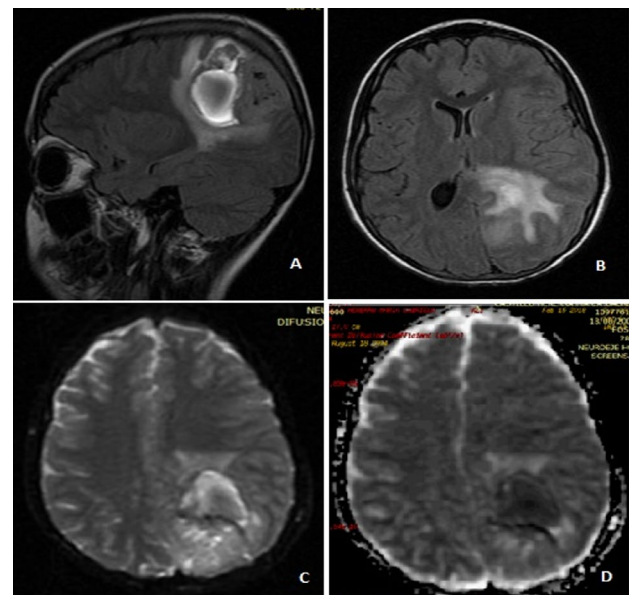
A) RMN Cerebral FLAIR Sagital. Edema perilesional de tipo vasogénico y efecto de masa con borramiento de los surcos pericerebrales. B) FLAIR Axial. Colapso del cuerno posterior del ventrículo lateral izquierdo y desviación de la línea media de izquierda a derecha. C y D) DWI - MAPA de ADC. Restricción de la difusión.
